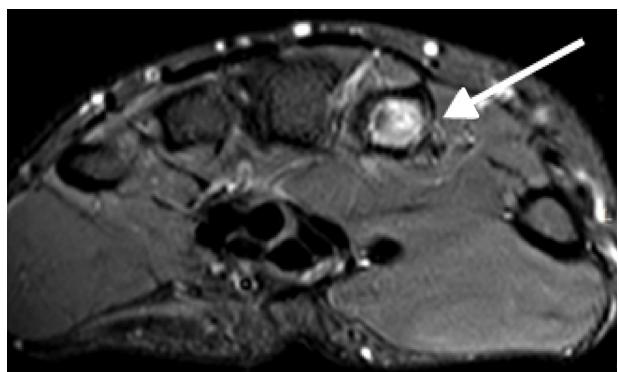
RM em T2 STIR no corte axial demonstra edema e edema ósseo na diáfise do segundo metacarpo com reação periosteal (seta branca).
